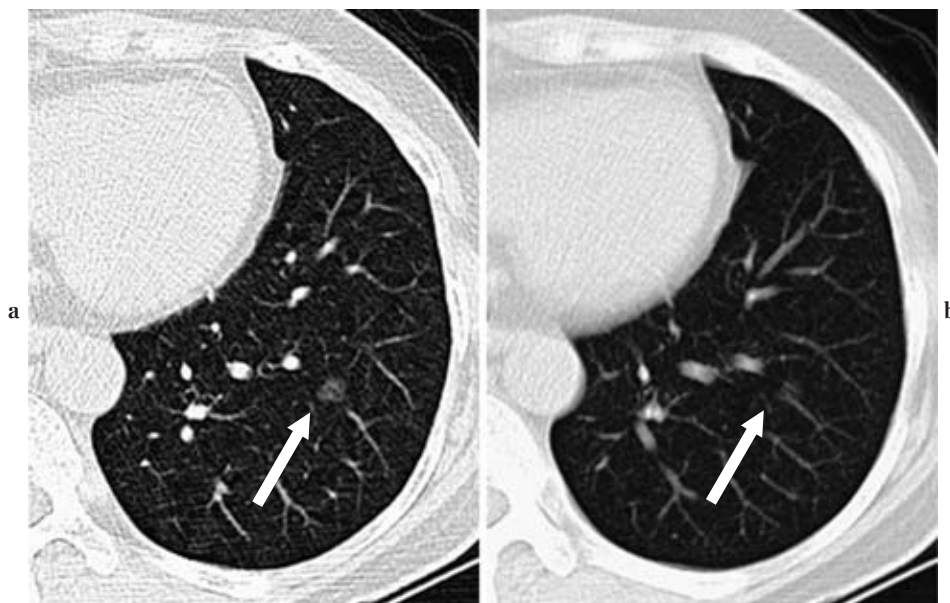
Focal pure GGO suspected AAH. (a) Screening CT image with 2.5 mm collimation reconstruction clearly shows a focal pure GGO (arrow). (b) This lesion may be easily overlooked on screening CT image with 10 mm-collimation (arrow). GGO: ground-glass opacity, AAH: atypical adenomatous hyperplasia.
